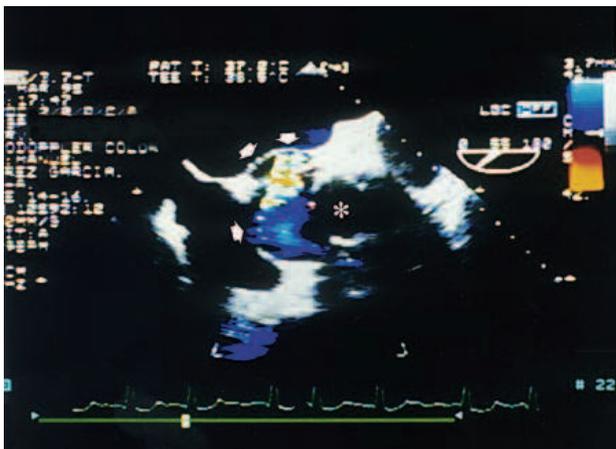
Imagen del estudio Doppler color con ecocardiografía transesofágica en la que se aprecia el pseudoaneurisma peritubular. Existe una cavidad periprotésica con expansión sistólica de su pared (flechas) por flujo proveniente desde la dehiscencia localizada en la sutura de la arteria coronaria derecha. Se aprecian las paredes del tubo protésico (asterisco).
